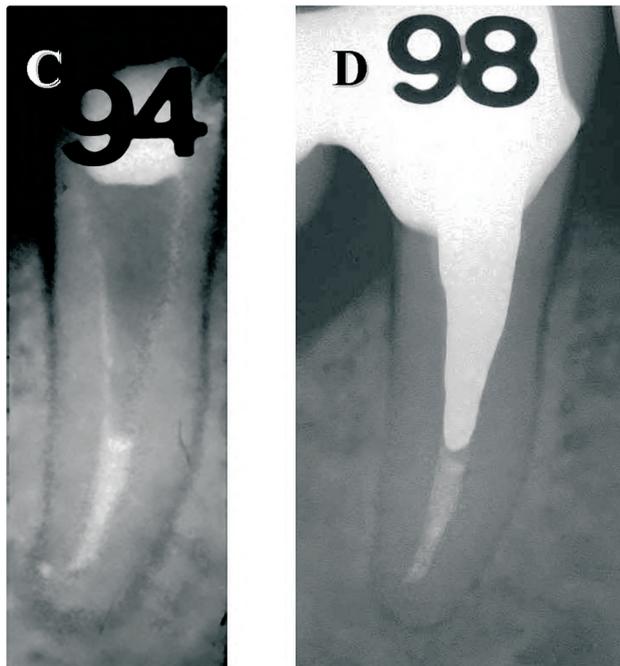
C: Radiografía luego de la remoción del perno fracturado y del retratamiento endodóntico. D: Radiografía posoperatoria a distancia, 4 años después, en la que se observa la recuperación de la normalidad periapical.
